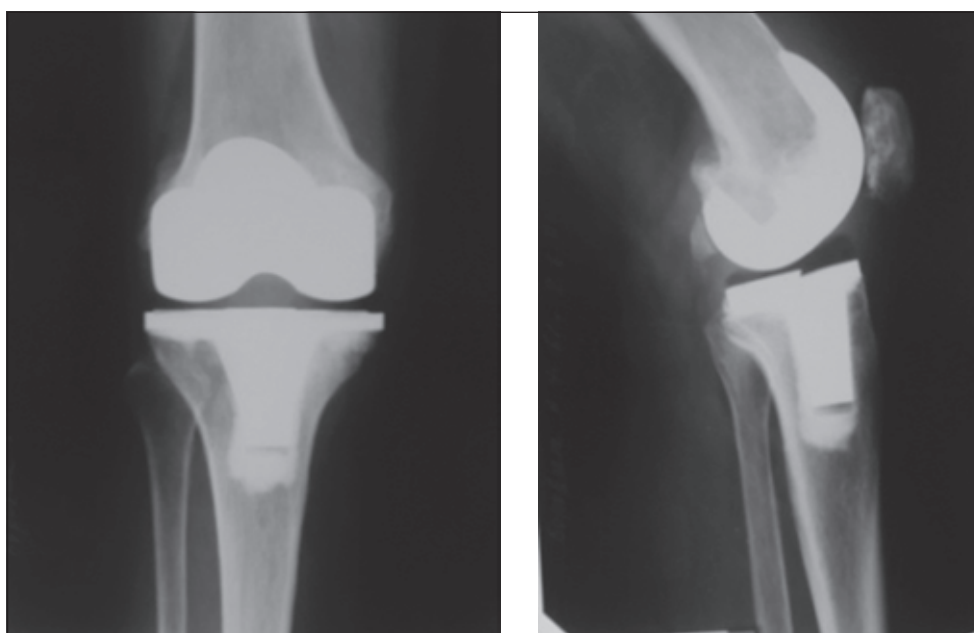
Рентгенограми хворого після другого етапу лікування
